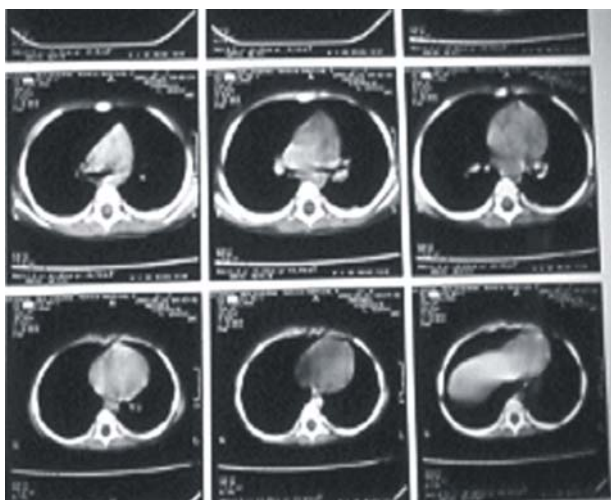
TAC de tórax sin actividad tumoral.
